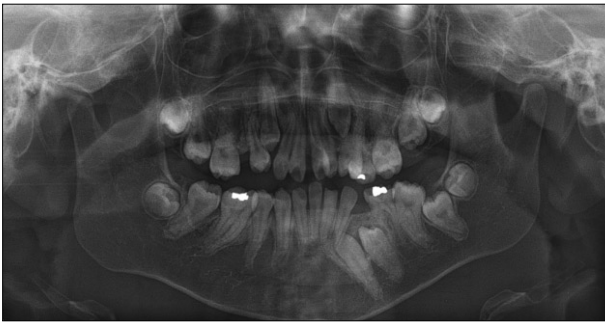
Panoramic radiograph. (Age: 8 years)
